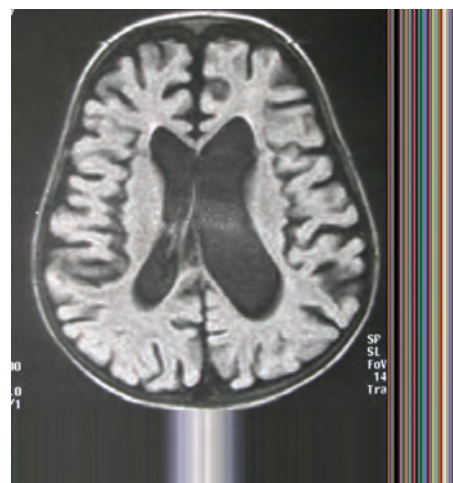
МРТ пациентки К, проведенная в возрасте 2-х лет
